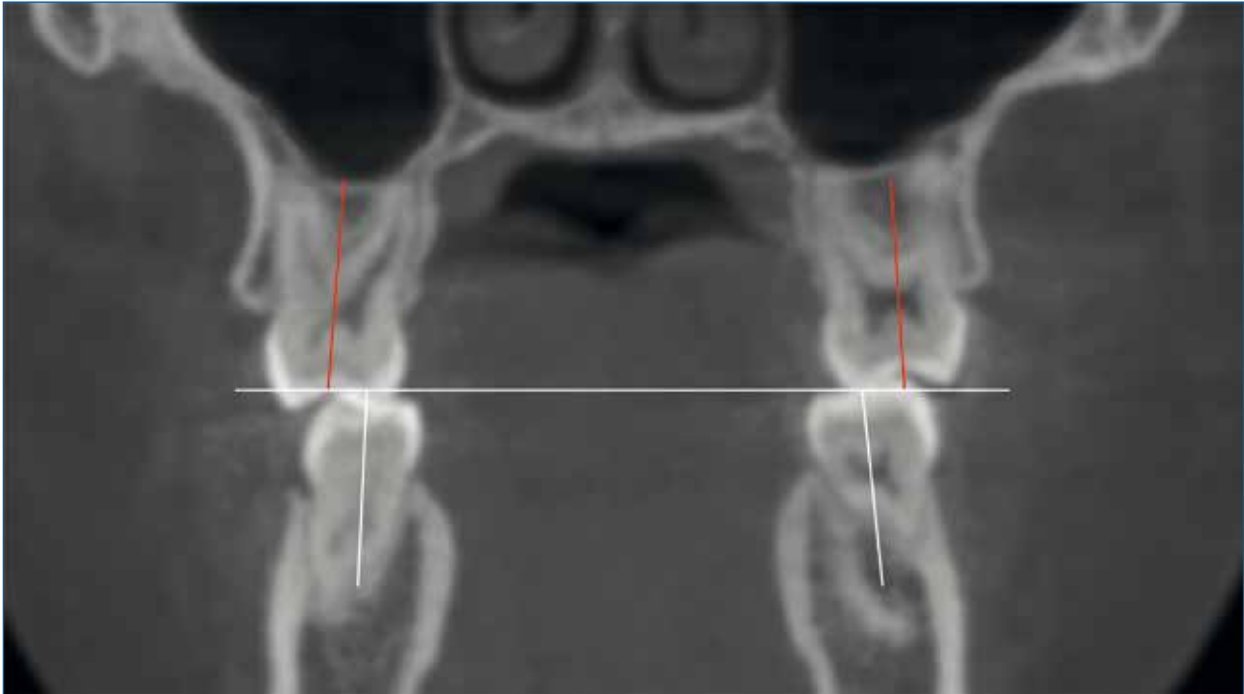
Cálculo de las Inclinaciones molares en CBCT.
